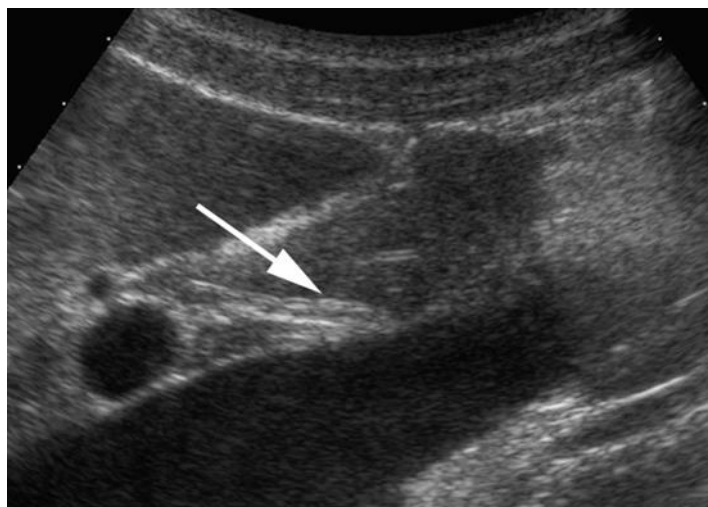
胰内管道。胰头的超声纵切和斜切扫描，可见胰管和胰内胆总管的胰头内管道（箭头）。
